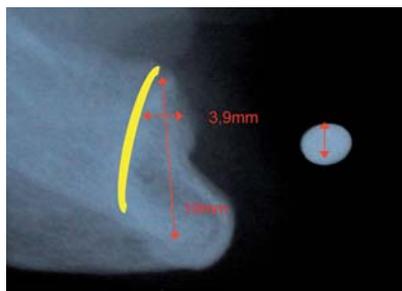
Röntgenaufnahme der Ausgangssituation. – Abb. 2: Parallele Position der Bohrlöcher.
